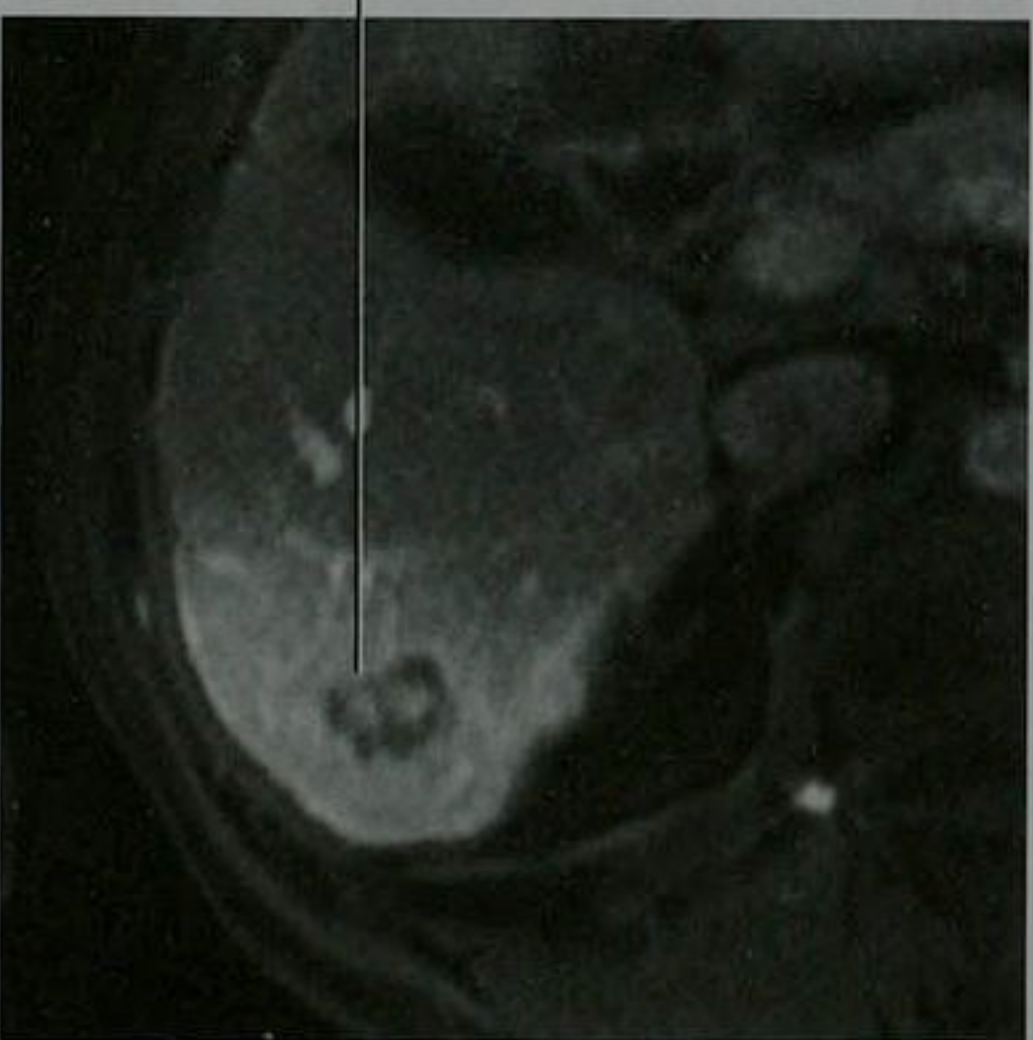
转移性腺瘤(结肠原发)患者的肝右叶轴位平衡期钆剂增强 MRI 图像
